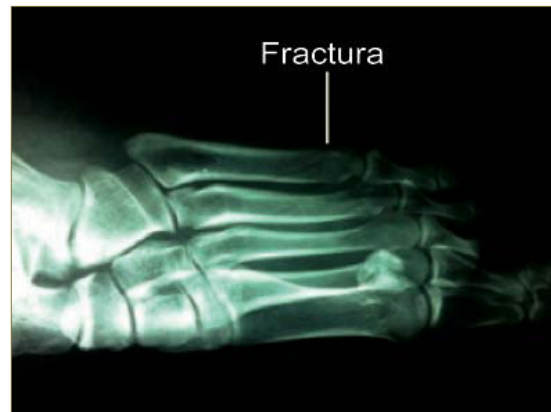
Radiografía Lateral de pie izquierdo con fractura.
